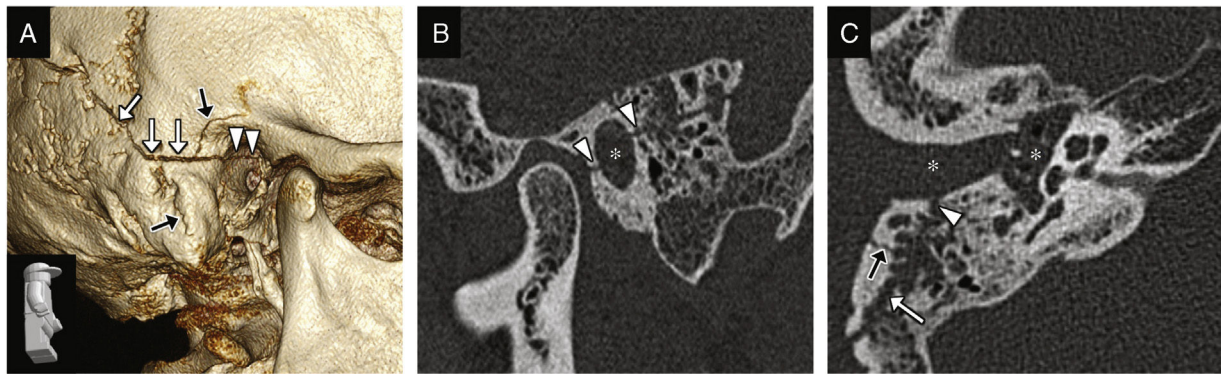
Fractura de conducto auditivo externo, hemorragia en conducto auditivo externo y oído medio. A) Reconstrucción volumétrica de TC en la que se identifica una fractura del hueso temporal con afectación de su porción mastoidea y timpánica (flechas blancas), que se extiende al conducto auditivo externo (puntas de flecha); se observan otros trazos de fractura (flechas negras). B) Reconstrucción sagital de TC que muestra la afectación de la pared anterior y posterior del conducto auditivo externo por el trazo de fractura (puntas de flecha), así como la ocupación de su luz (asterisco), que correspondía a sangre. C) Imagen transversal de TC en la que se observa el trazo de fractura (flecha blanca), la afectación del conducto auditivo externo (punta de flecha), otro trazo de fractura (flecha negra) y la ocupación del conducto auditivo externo y del oído medio por un material que en la exploración clínica correspondía a hemorragia (asteriscos).
